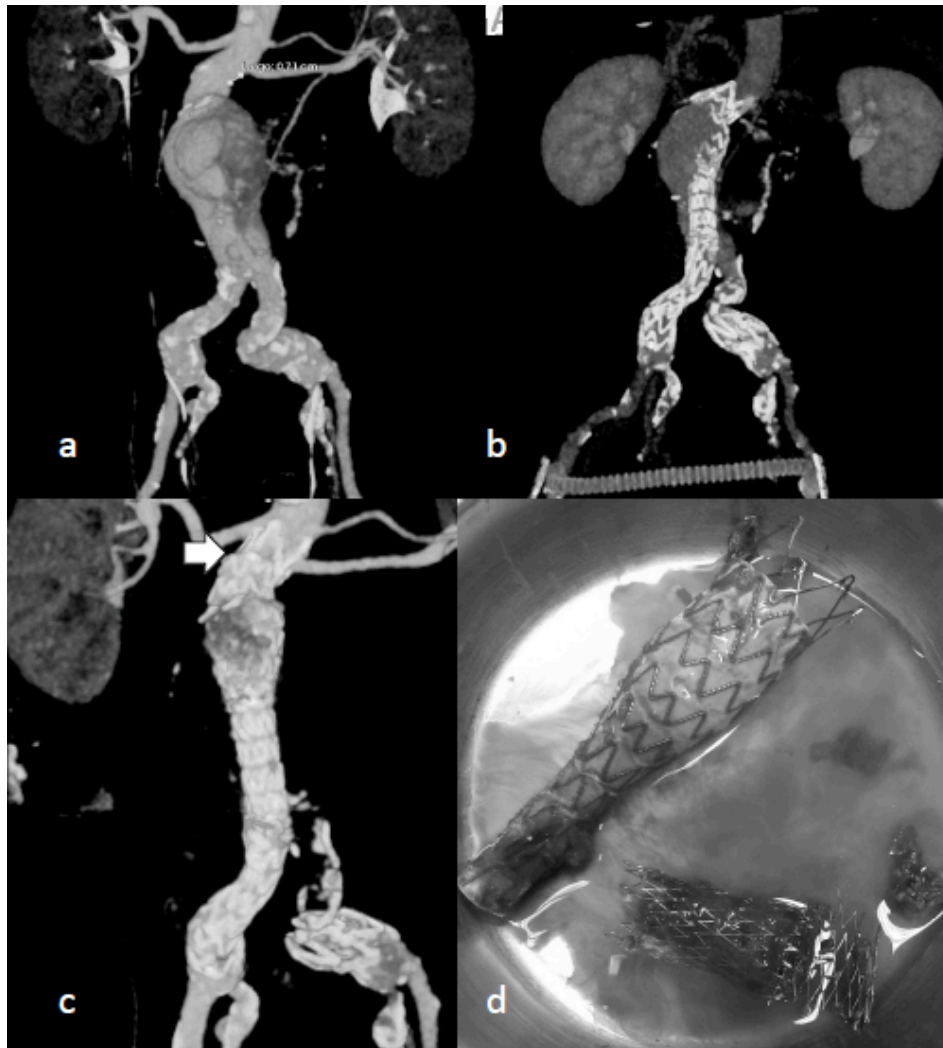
a) Reconstrucción de un angio TC de la anatomía de un AAA, b) Hallazgo de fuga proximal o Ia tras EVAR, c) Presencia de misma fuga proximal, d) Material explantado tras reconversión a cirugía abierta. (Imágenes obtenidas del Hospital Ramón y Cajal).
